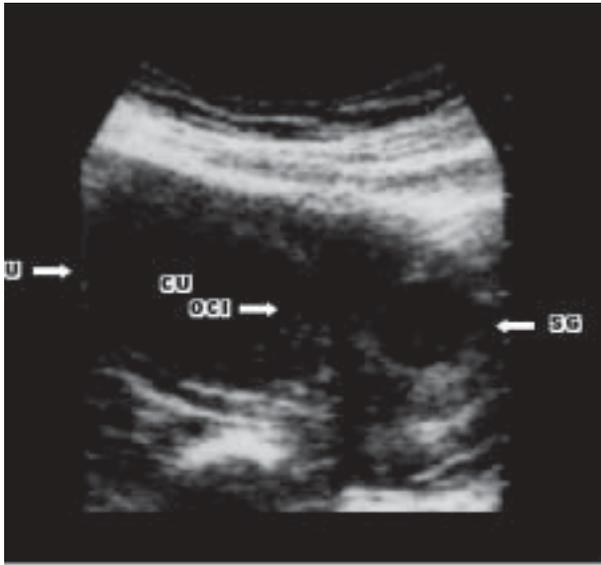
Ultrasonido pélvico (26-11-99): Al corte longitudinal se aprecia el útero (U) en anteversoflexión. La cavidad uterina (CU) está vacía. La imagen a su derecha era el verdadero saco de gestación (SG), localizado en el cuello uterino. El orificio cervical interno (OCI) está cerrado.
